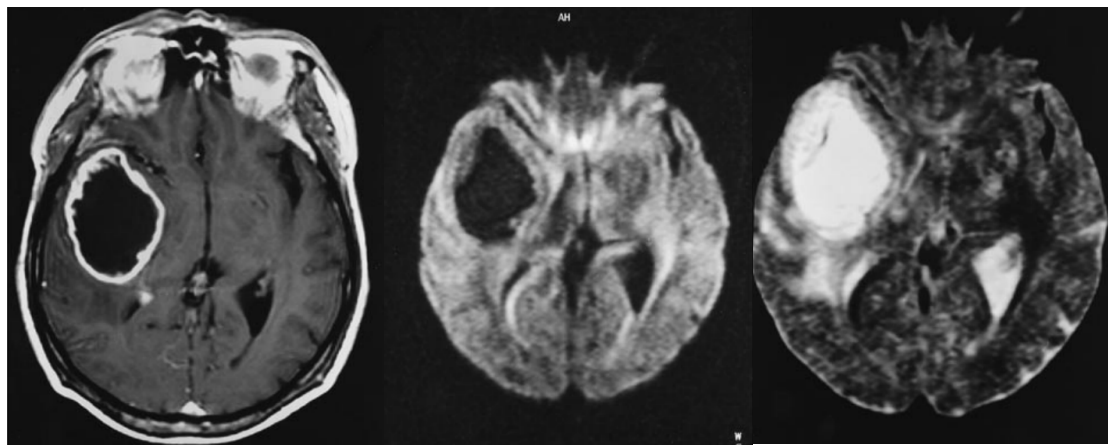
Apxe não hạn chế khuếch tán trên DWI EPI
